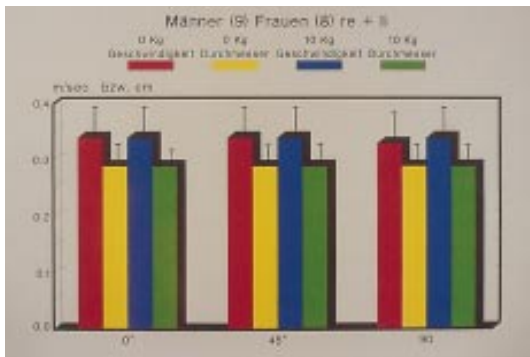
◀ Geschwindigkeitsmessung und Durchmesser der A. vertebralis (Farbdoppler): keine signifikante Änderung von Blutfluß und Durchmesser in 0°-Position in Abhängigkeit von Traktion 10 kg
